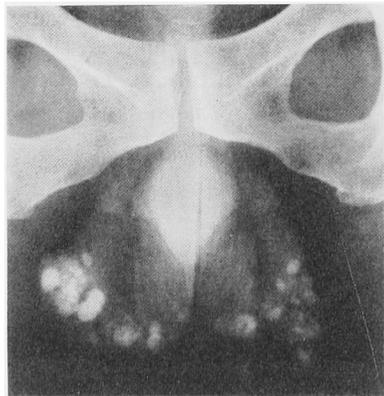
X-ray examination showed multiple nodular calcifications in the scrotal region.
